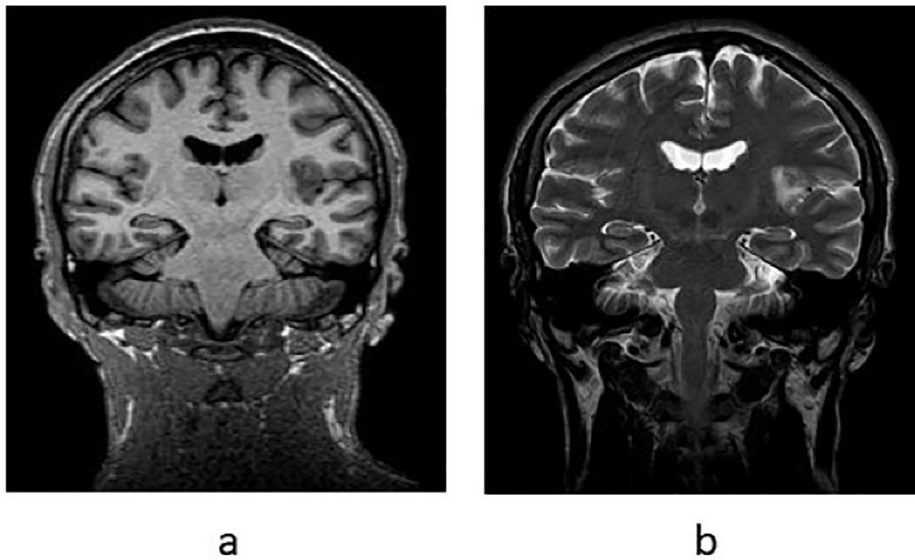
RMN de Cerebro S/C. a) Secuencia T2, se observa hiperintensidad por edema vasogénico y pequeña lesión nodular. b) Secuencia T1. Corte coronal, observa hipointensidad producto de edema vasogénico.
